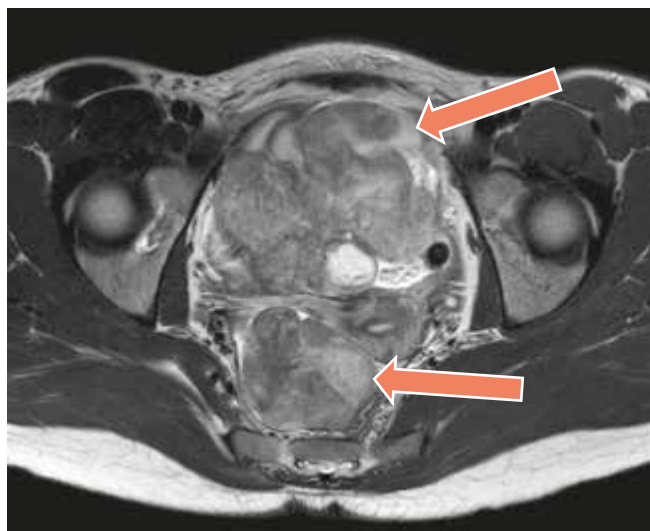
MRI of the tumor before starting crizotinib. Two heterogeneous extra-uterine, extra-ovarian pelvic masses. The first one is anterolateral, peritoneal, measures 12x8.7x8.1 cm, creating a mass effect on the bladder. The second mass measures 6.5x4.3x7 cm, is posterior and retroperitoneal, with a mass effect on the rectum and extends into the recto-uterine pouch.
